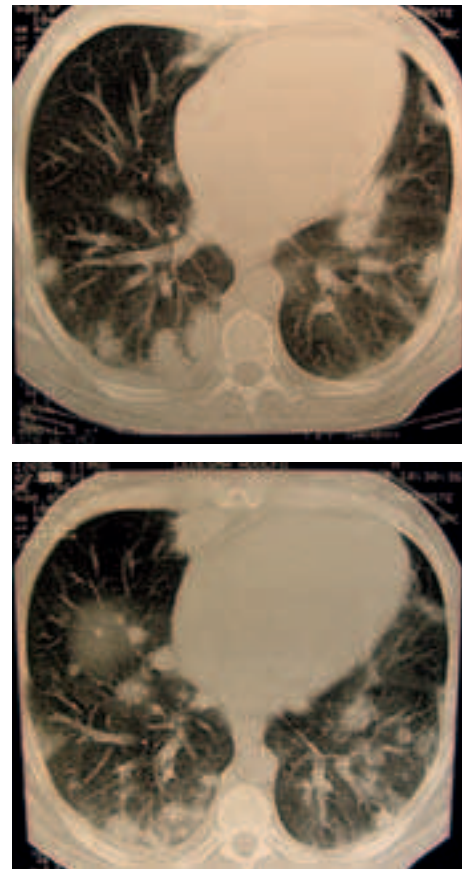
Cortes de la tomografía computarizada de tórax del día 10/12/2005.
